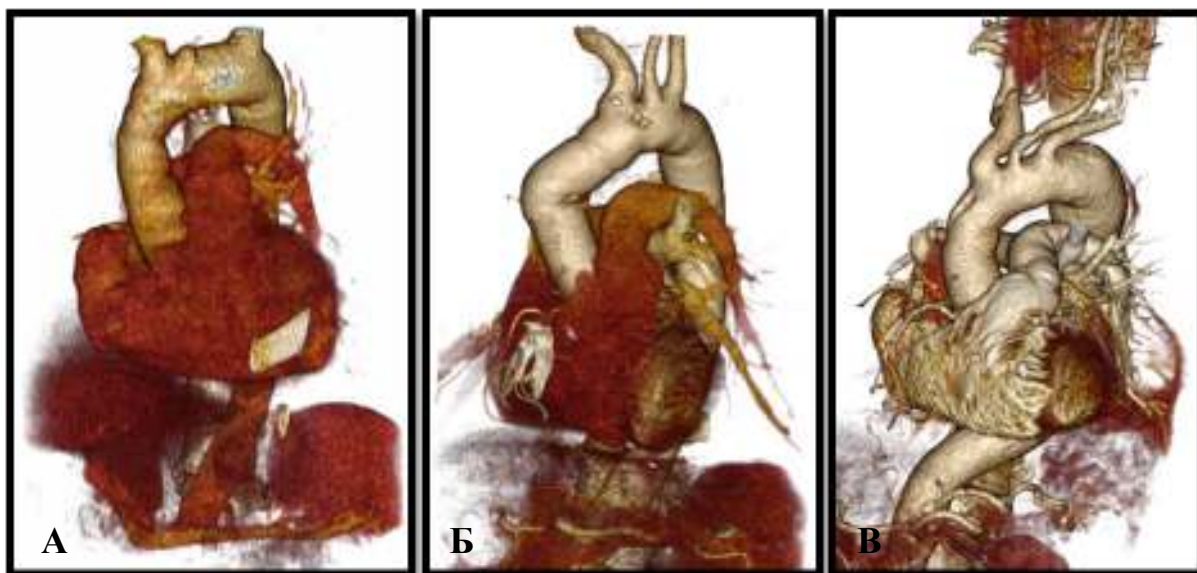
МСКТ больных с процедурой «экзопротезирования»
